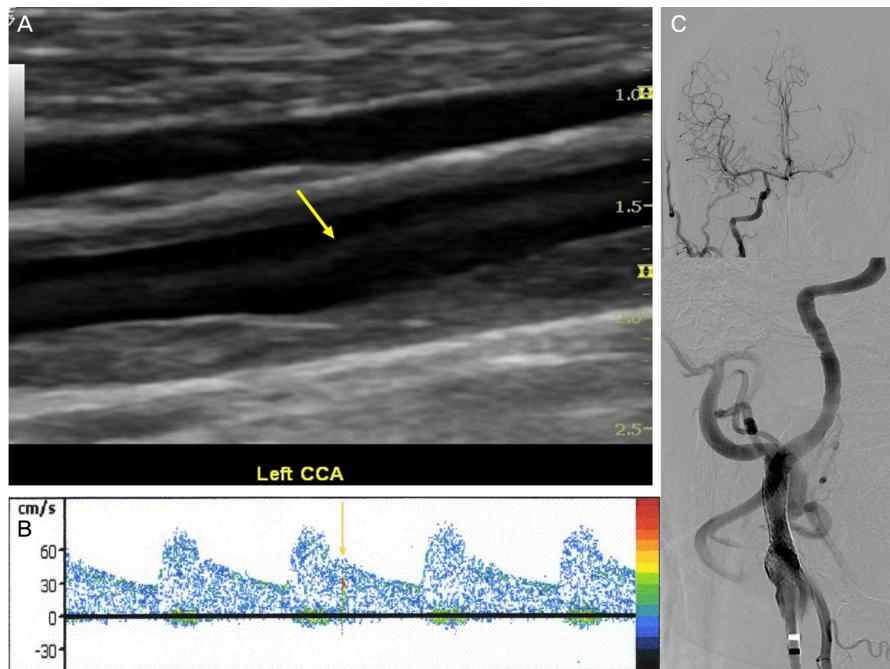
Carotid duplex sonography (A), Microembolic signals monitoring (B), and conventional cerebral arteriography after carotid artery stenting (C). A thrombus (arrow) slowly moving with reverberating blood flow was found in the left distal common carotid artery (A). One microembolic signal was detected in the left middle cerebral artery (B). After carotid artery stenting, right carotid artery supplied the left hemisphere via anterior communicating artery (C).
